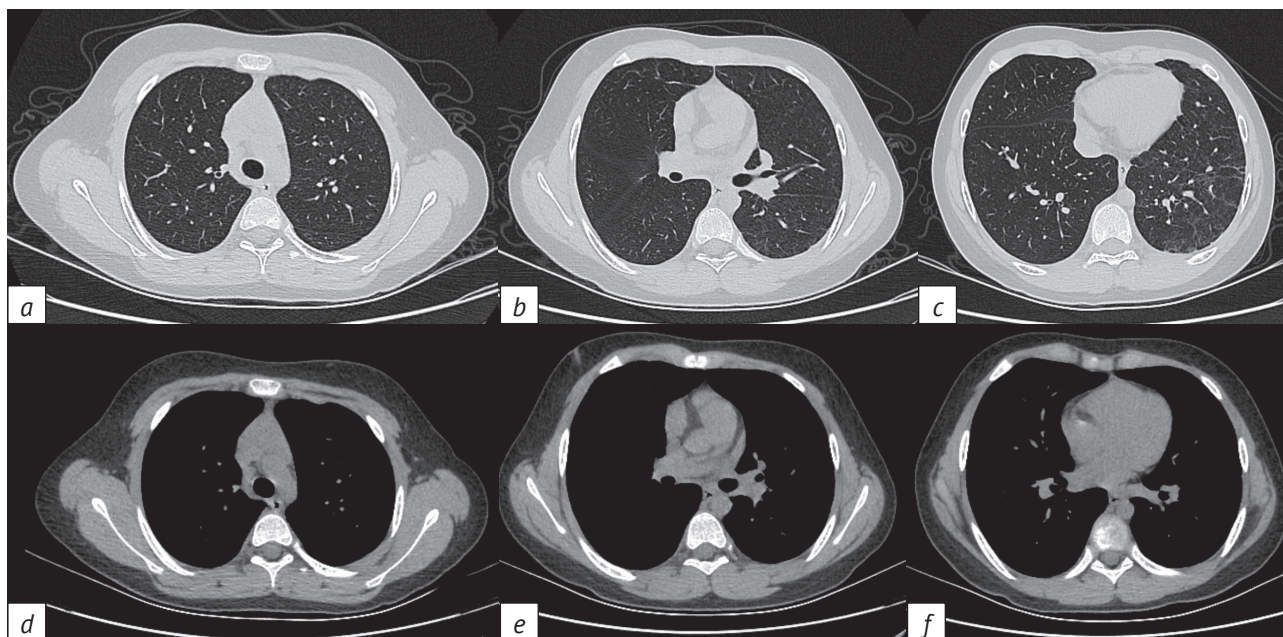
Компьютерные томограммы органов грудной клетки через 8 мес от начала лечения:
